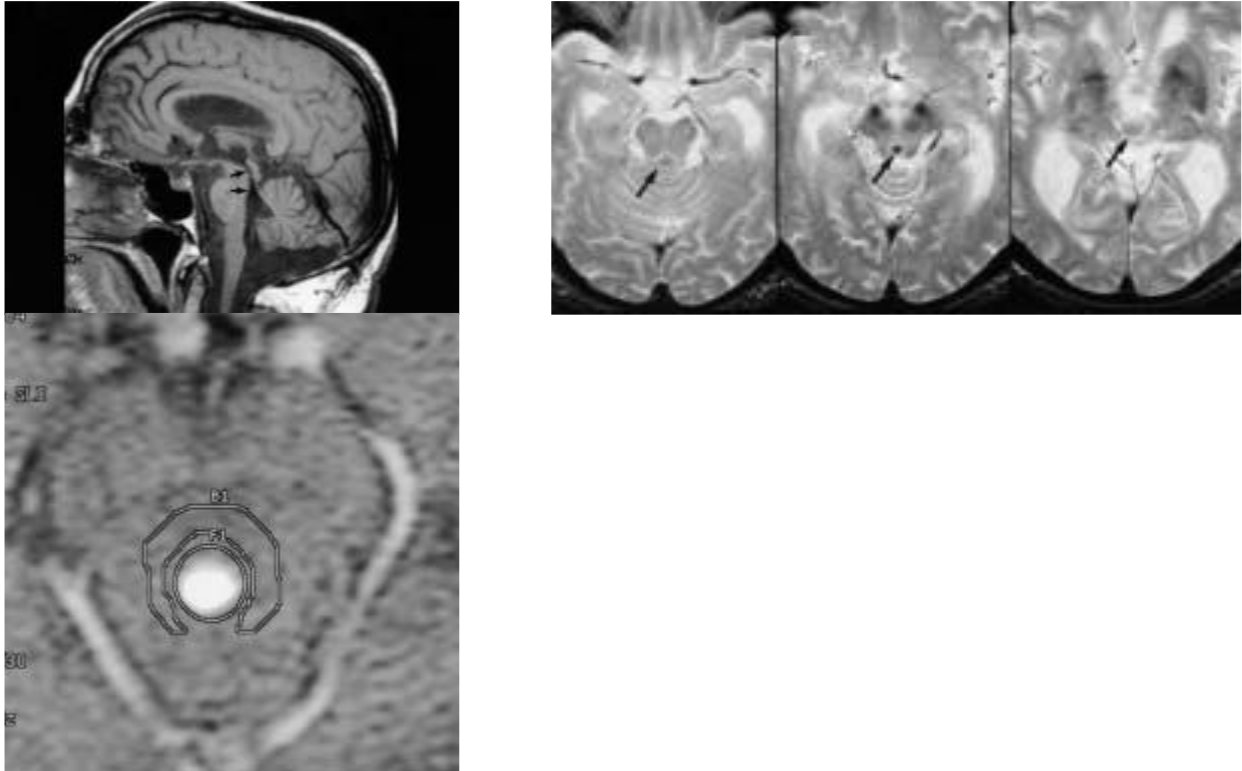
Die Abbildung zeigt die MRT-Aufnahmen eine 73-jahre alten NPH-Patienten
